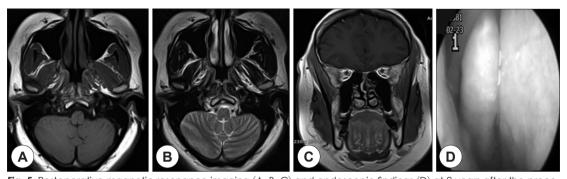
Postoperative magnetic resonance imaging (A, B, C) and endoscopic findings (D) at 2 years after the procedure demonstrate no evidence of recurrence. Axial T1-weighted (A), axial T2-weighted (B), Gadolinium-enhanced coronal T1-weighted (C).
